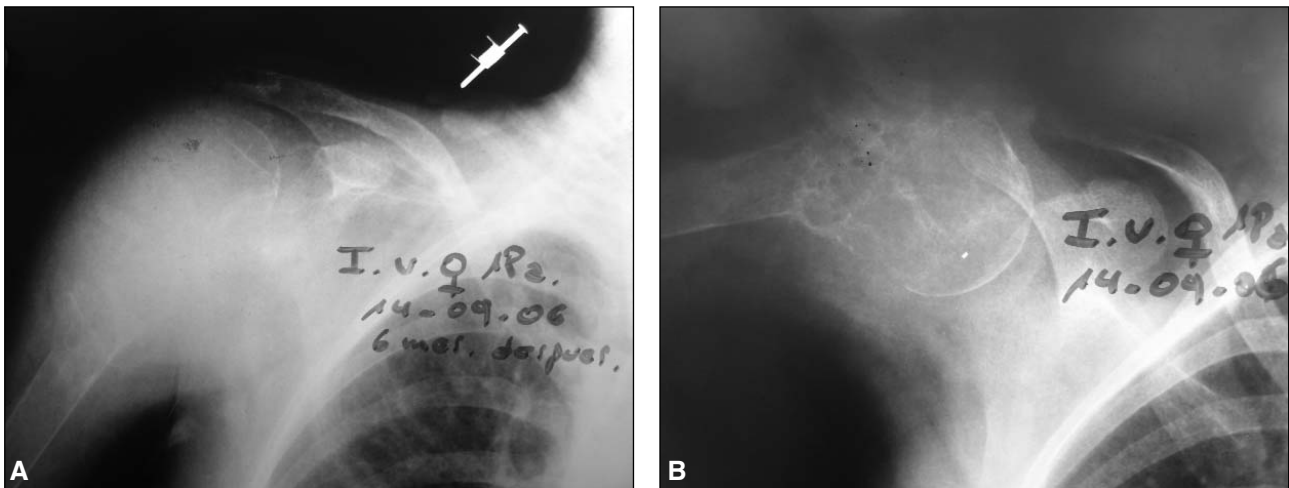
Radiografías de frente y axial del extremo proximal del húmero derecho. Evidencia clara de imagen lítica de tipo balonzante a los 6 meses posteriores al compromiso de ambas rodillas.
